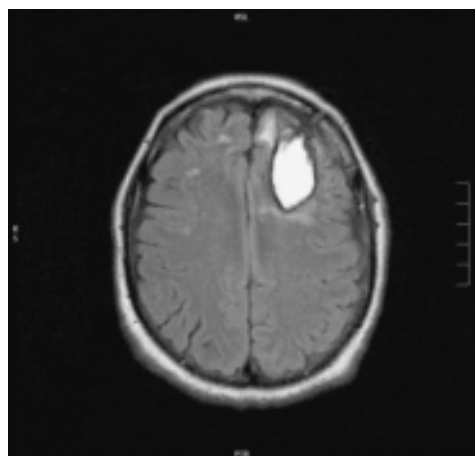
Resonancia magnética nuclear con hemorragia parenquimatosa en lóbulo frontal.
